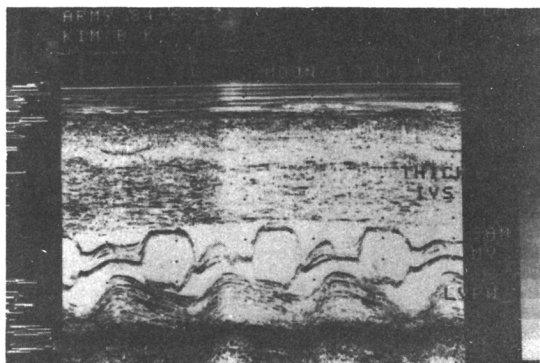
M-mode echocardiogram of propositus showing asymmetrical septal hypertrophy (ASH) and mild systolic anterior motion of anterior mitral leaflet (SAM).
